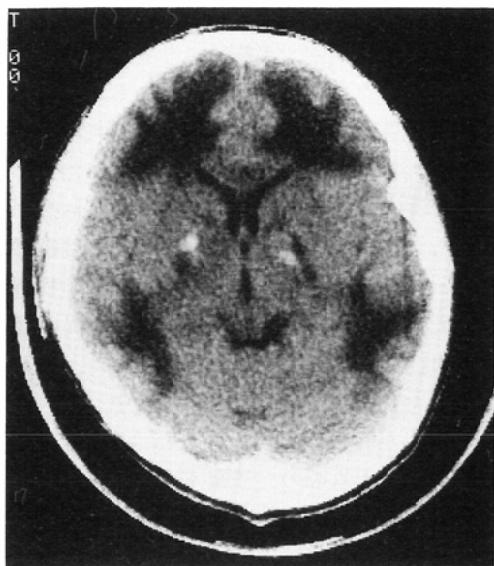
Plain CT 4 weeks after accident showing bilateral symmetric low density in the basal ganglia and white matter. Hemorrhage is also present in the basal ganglia (group 1, case 13).
